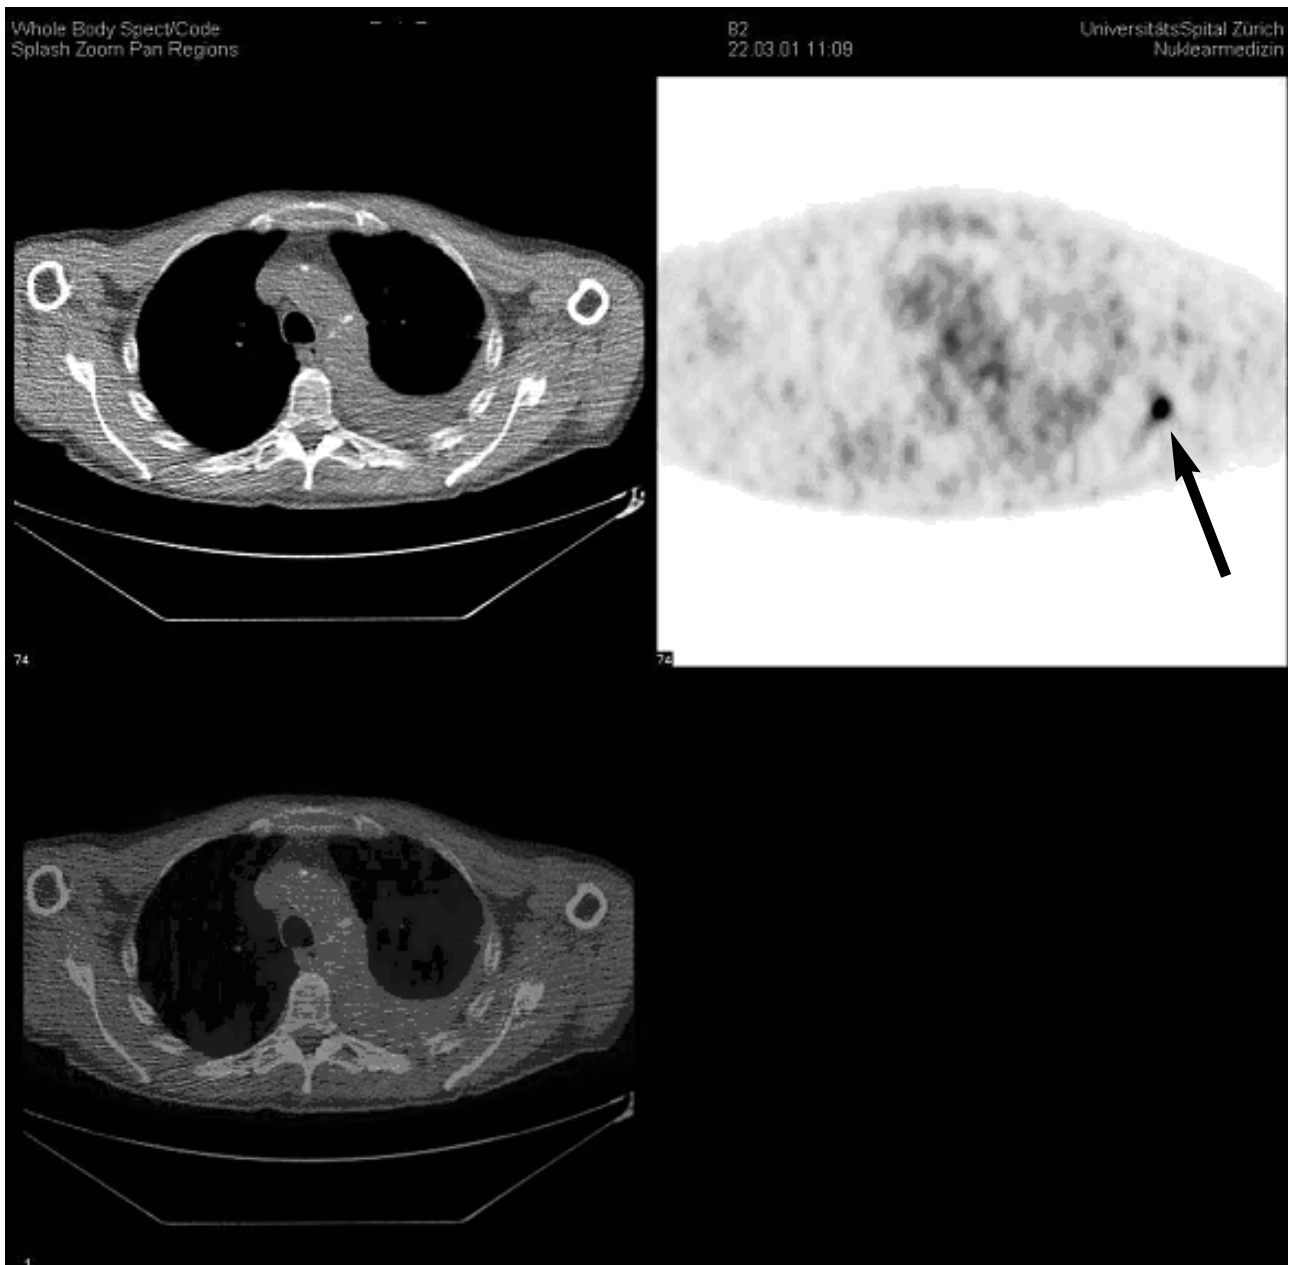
PET-CT Fusionsbild
